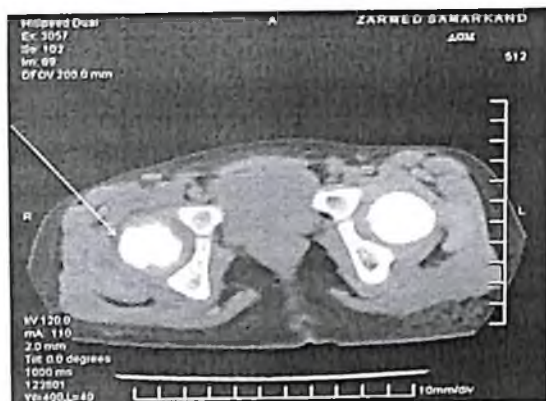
КТ костей таза девочки 12 лет с ОГО КТС, 8-е сутки заболевания. На снимке суставная щель несколько сужена, суставная поверхность головки бедра шероховатая. Отмечаются остеодеструкция, шероховатость контуров головки бедра и вертлужной впадины. На КТ здорового аналогичного сегмента мягкие ткани структурны, четко визуализируются все слои
